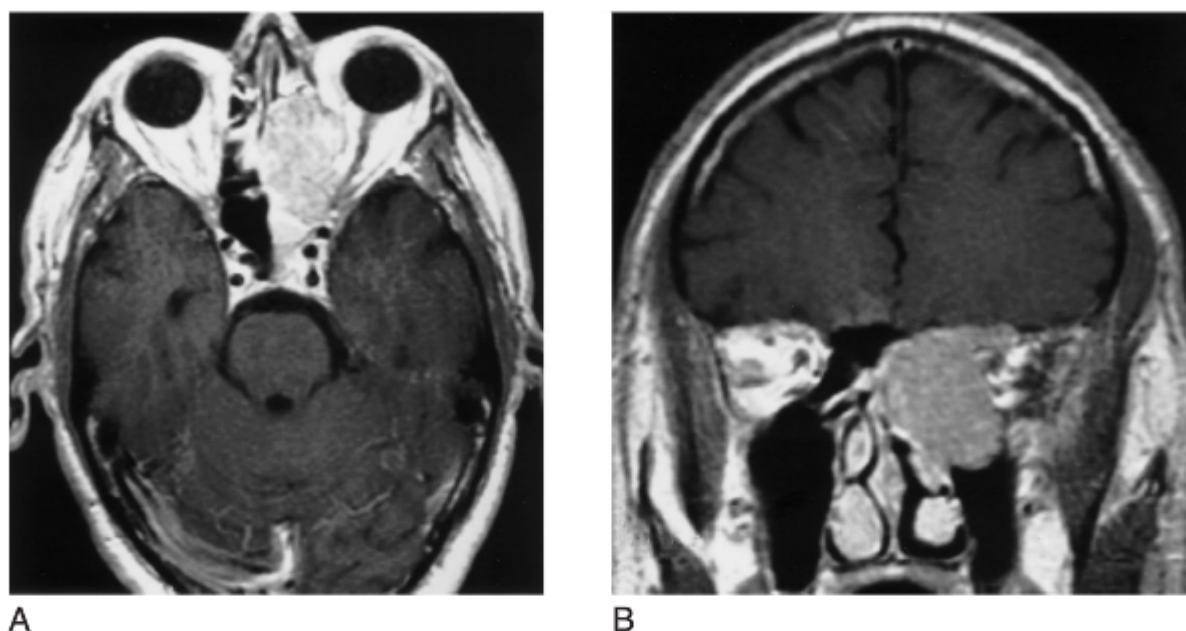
A, RM axial de um paciente com carcinoma epidermoide do etmoide, envolvendo a gordura orbitária. Foi necessária a exenteração orbitária. B, RM coronal do mesmo paciente, demonstrando extensão do tumor ao assoalho da fossa craniana anterior.
